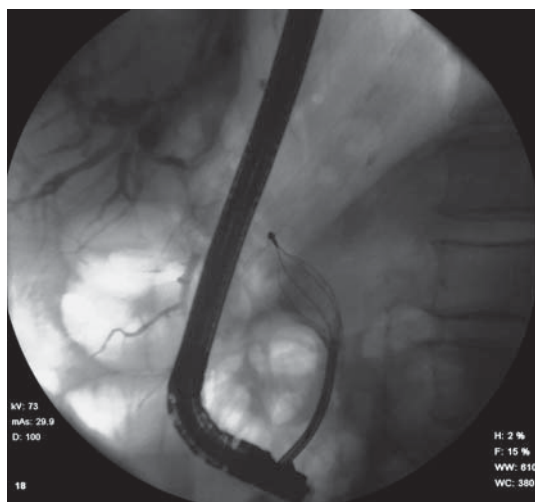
Рентгенограмма. Холедохолитиаз. Этап эндоскопического вмешательства. Конкремент захвачен корзинкой литотриптора.
